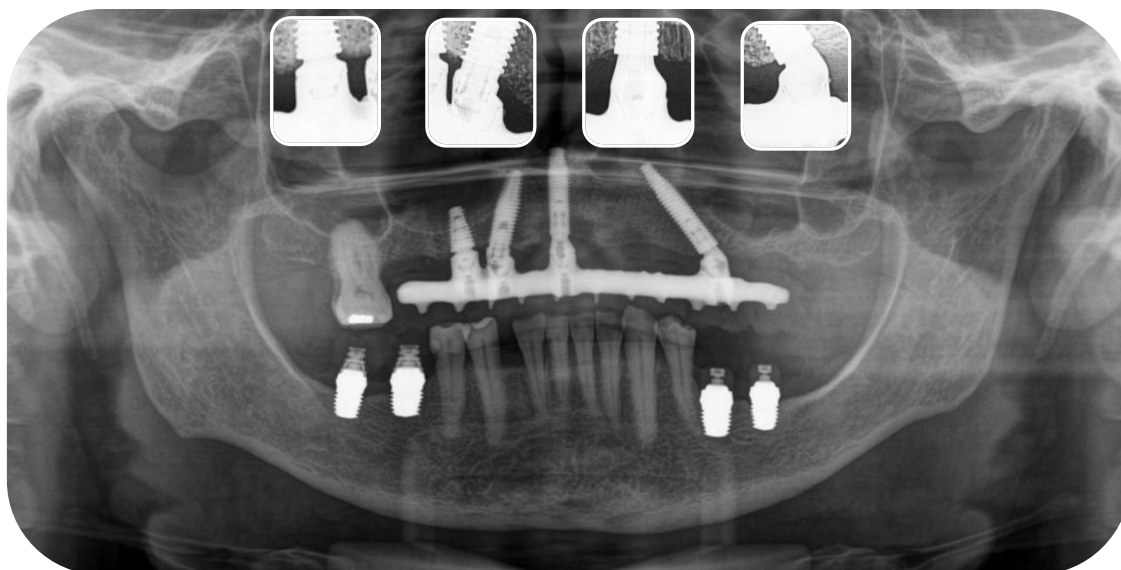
Radiografia panorâmica e periapicais com a prótese final instalada
